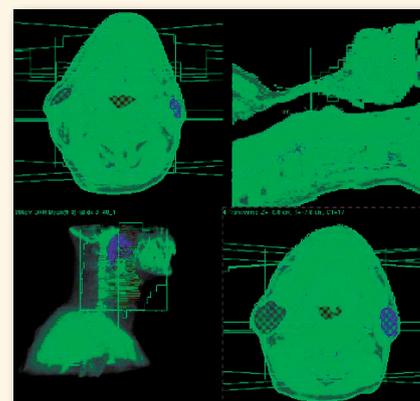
Definizione mediante TC del bersaglio tumorale (in arancio) e delle strutture sane da risparmiare (in giallo, rosso e blu), da ripetere su ogni singola sezione di tutto il volume da irradiare
